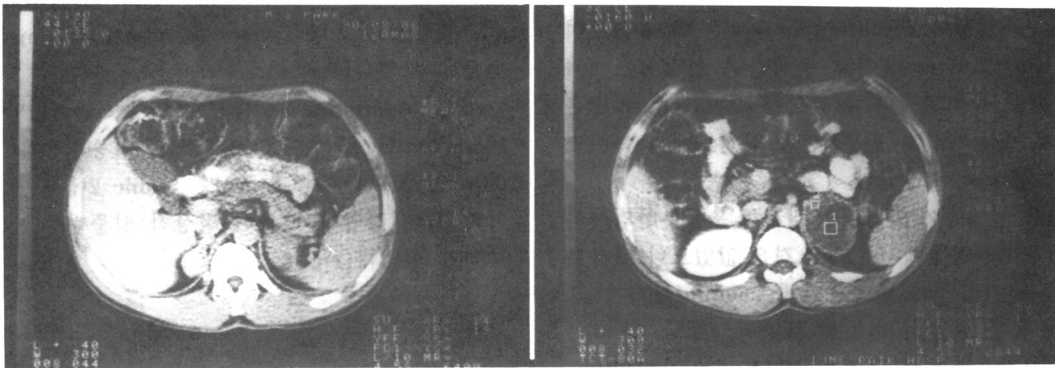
Abdominal CT scan shows well enhanced solid mass with nodular contour in right adrenal gland area, and more larger mass with central low density and irregularly enhanced portion in left adrenal gland area.
